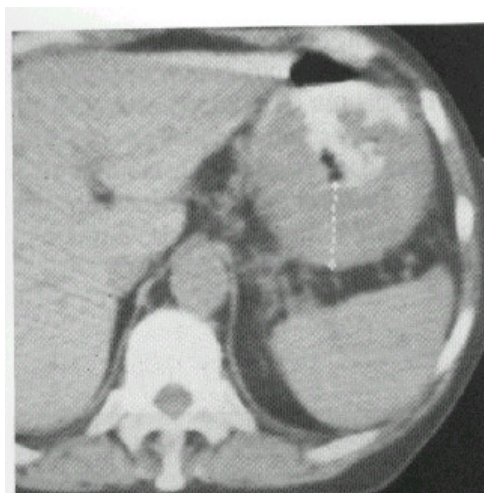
26. Tomografie computerizată. Cancer gastric infiltrativ
